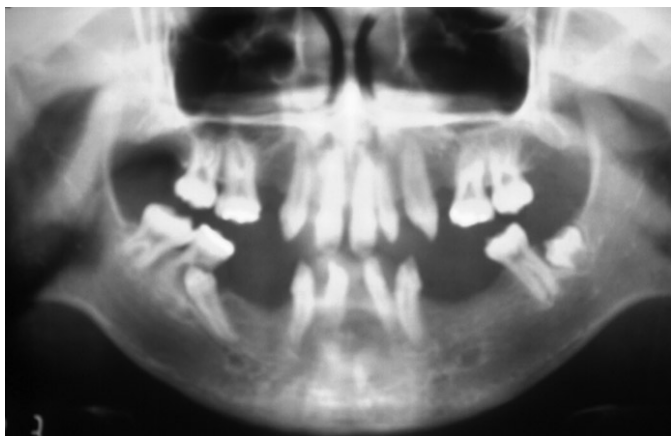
Pre-operative panoramic radiograph (January 1999).
